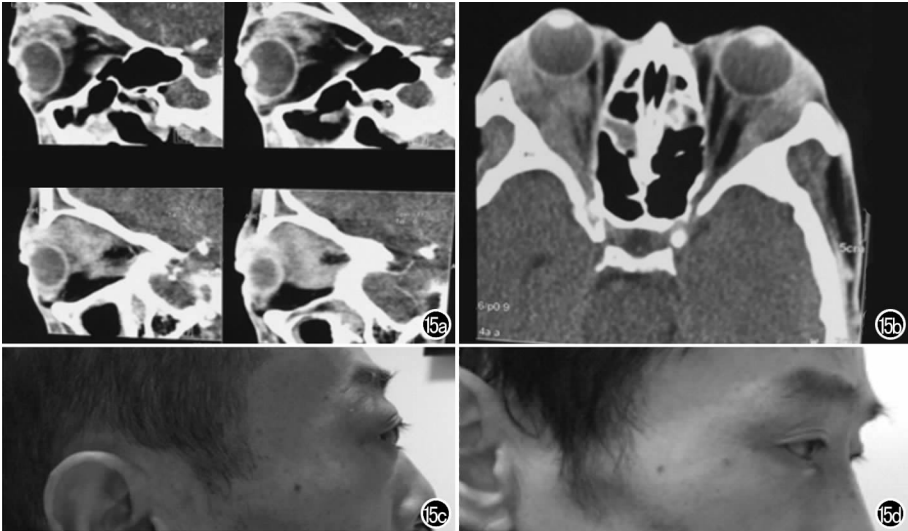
患者,男,59 岁,两侧泪腺 IgG4 相关病变。双眼球突出两年,各种治疗无效;a)CT 矢状面图像;b)CT 横轴面示两侧泪腺肿胀明显,将眼球向前推移(血清 IgG4 为 73.60 g/L);c)治疗前侧面照;d)激素治疗后眼球突出消失。
